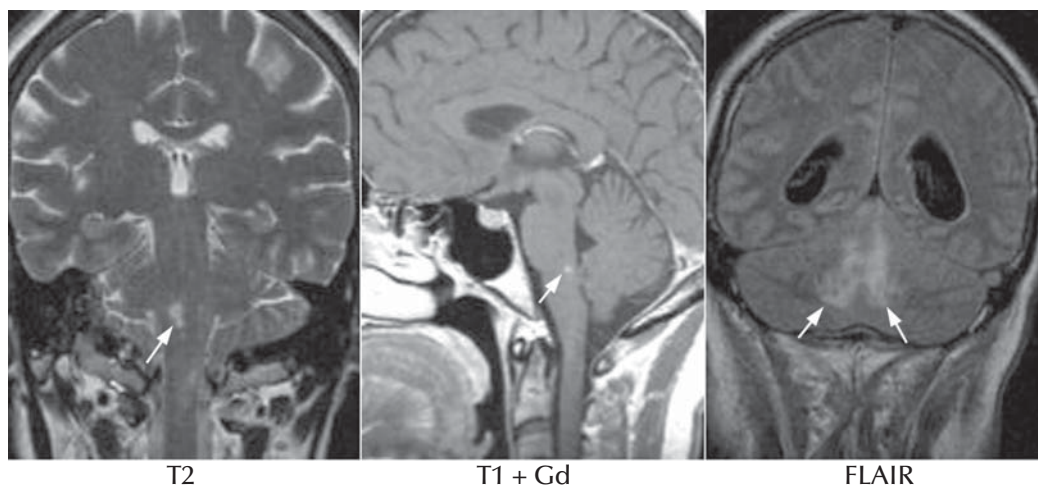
RM craneal. En secuencias T2 y FLAIR muestra captación focal tras administrar gadolinio i.v. (flechas)
